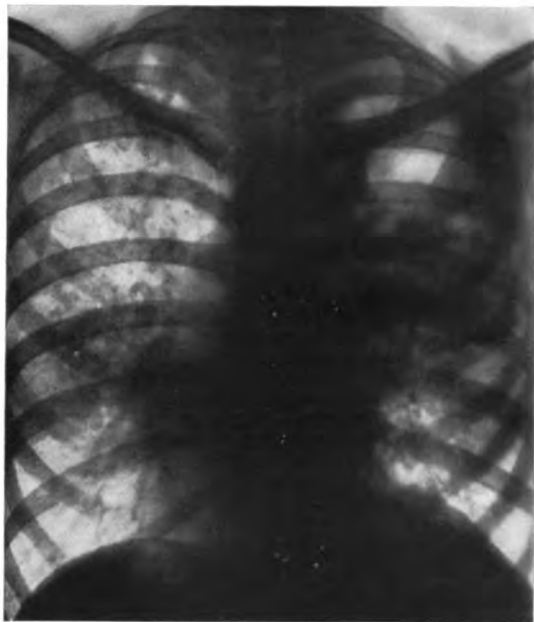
Fall IV. Minna Gr.: Rechts große runde Aufhellung bis 2. Rippe, dann weiche, dichte, unscharfe, konfluierende Herde bis 5. Rippe, weiter unten teilweise scharfe kleinere Herde. Links weiche Schattenflecke, besonders im Hilusgebiet und der Spitze, dazwischen kleinere und schärfere Schatten. Röntgendiagnose: Rechts großes Cavum, dann exsudative Tuberkulose; links in Spitze und Hilusgebiet exsudative, sonst produktive Herde. Klinische Diagnose: Produktive Tuberkulose. Mikroskopische Diagnose: Cirrhotische und produktive Prozesse.
